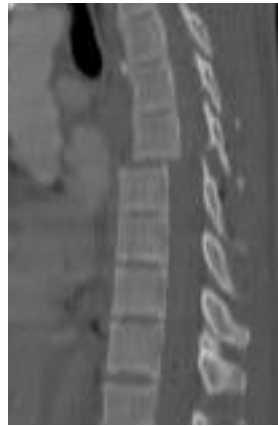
CT- Aufnahme einer Typ B3.3 Verletzung der oberen BWS
